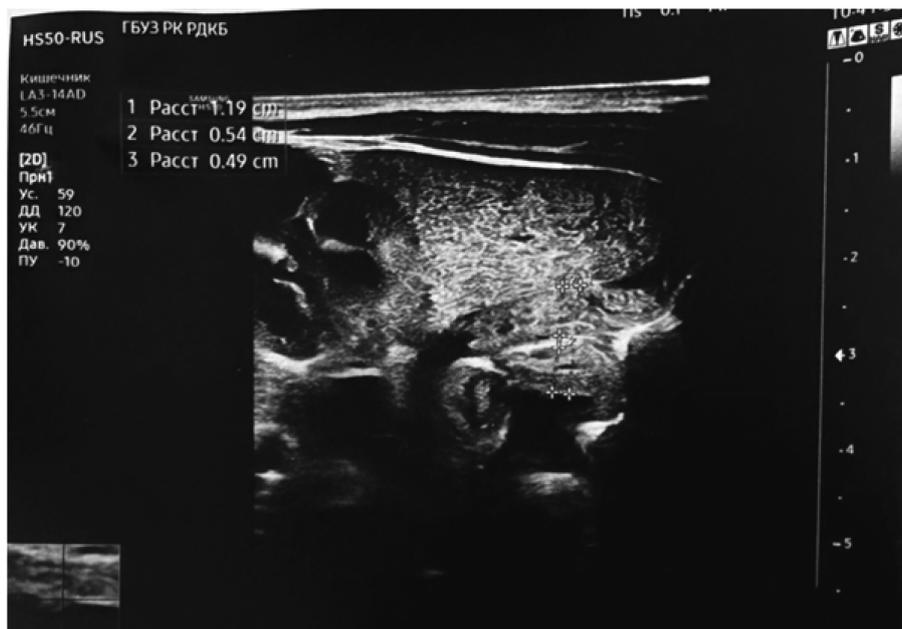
УЗИ привратника в день проведения оперативного вмешательства
